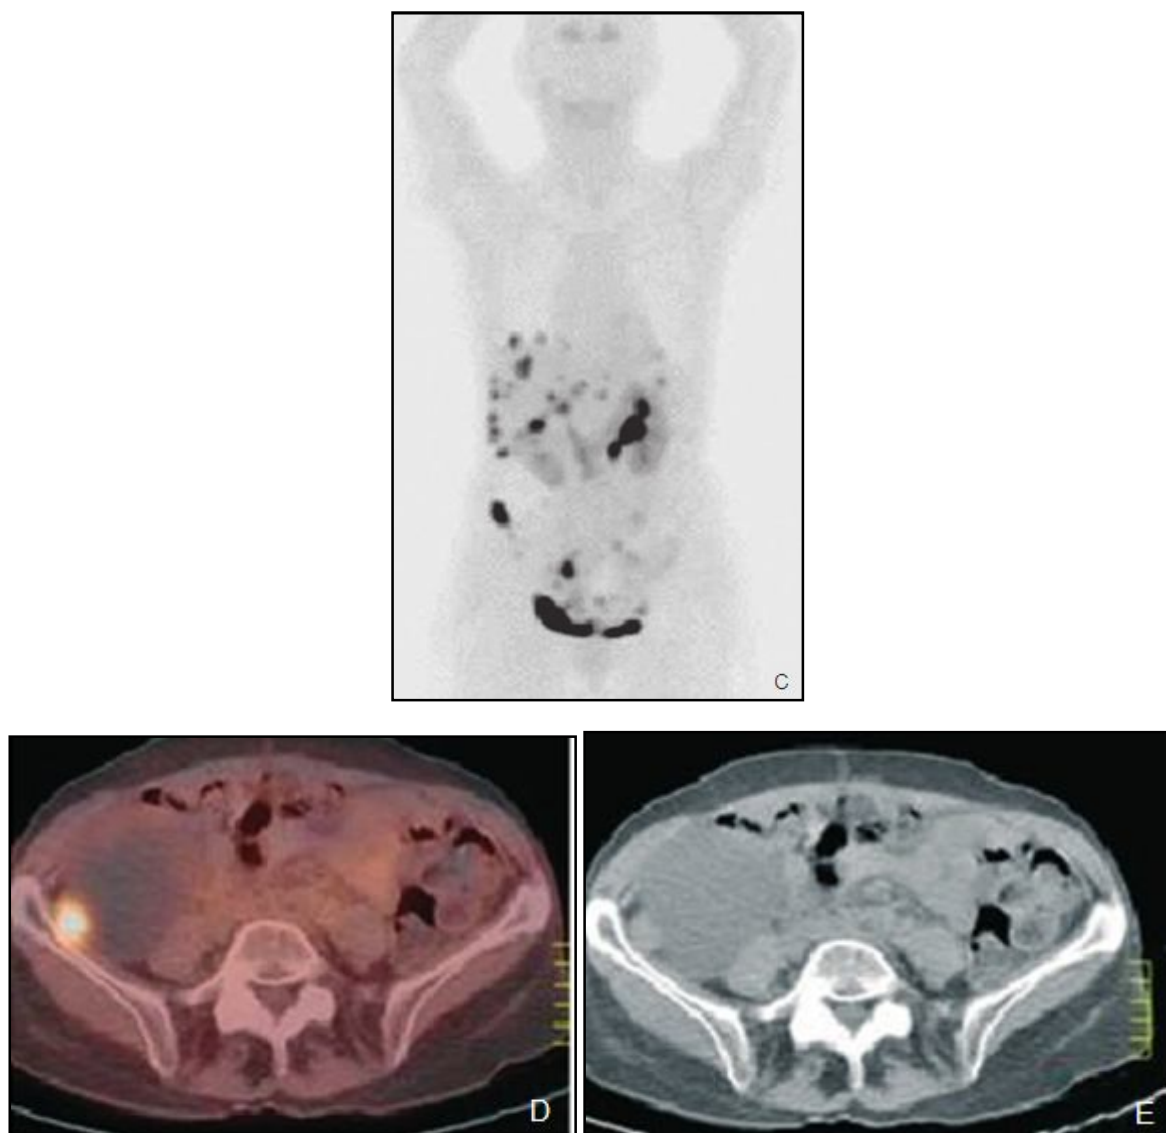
C à E. TEP/TDM à la FDOPA mettant en évidence de multiples foyers péri hépatiques, un foyer franc péricrénal droit (correspondant au seul foyer pathologique détecté en scintigraphie) et des foyers pelviens, l'ensemble correspondant à une carcinose péritonéale étendue.
